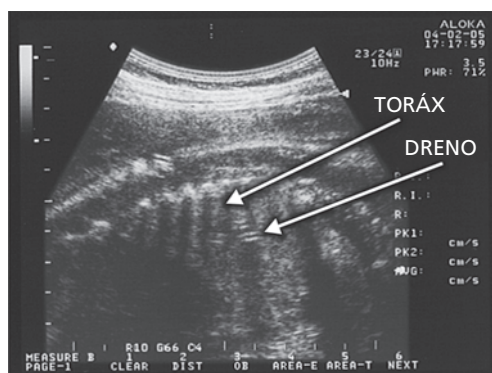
Ultrassonografia: o mesmo caso anterior no terceiro trimestre, não se identificando mais líquido no tórax fetal e a ponta do dreno toracoamniótico.
